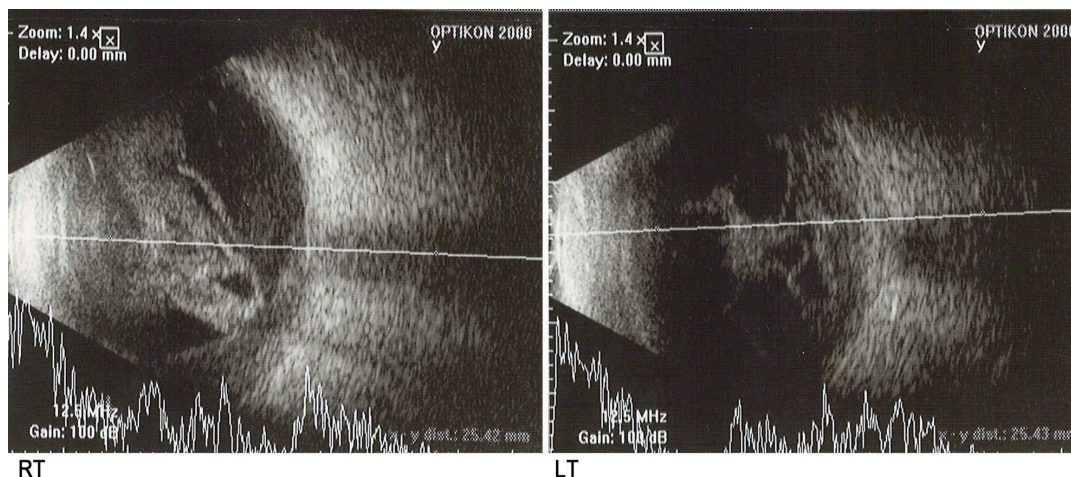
A B-scan orbital ultrasonogram shows a dense vitreous solution with high opacity and multiple abnormal vitreous spikes in the both eyes.
